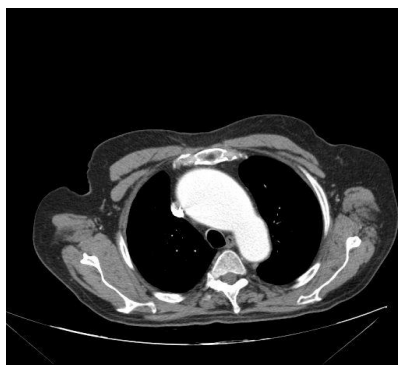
corte sagital de TAC torácico en el que se aprecia aneurisma de aorta ascendente y del cayado aórtico con dilatación de los troncos supraaórticos.
